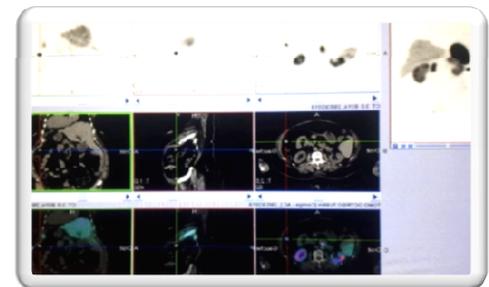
Coupe TEMP-TDM de l'étage abdominal focalisée sur la rate accessoire.
